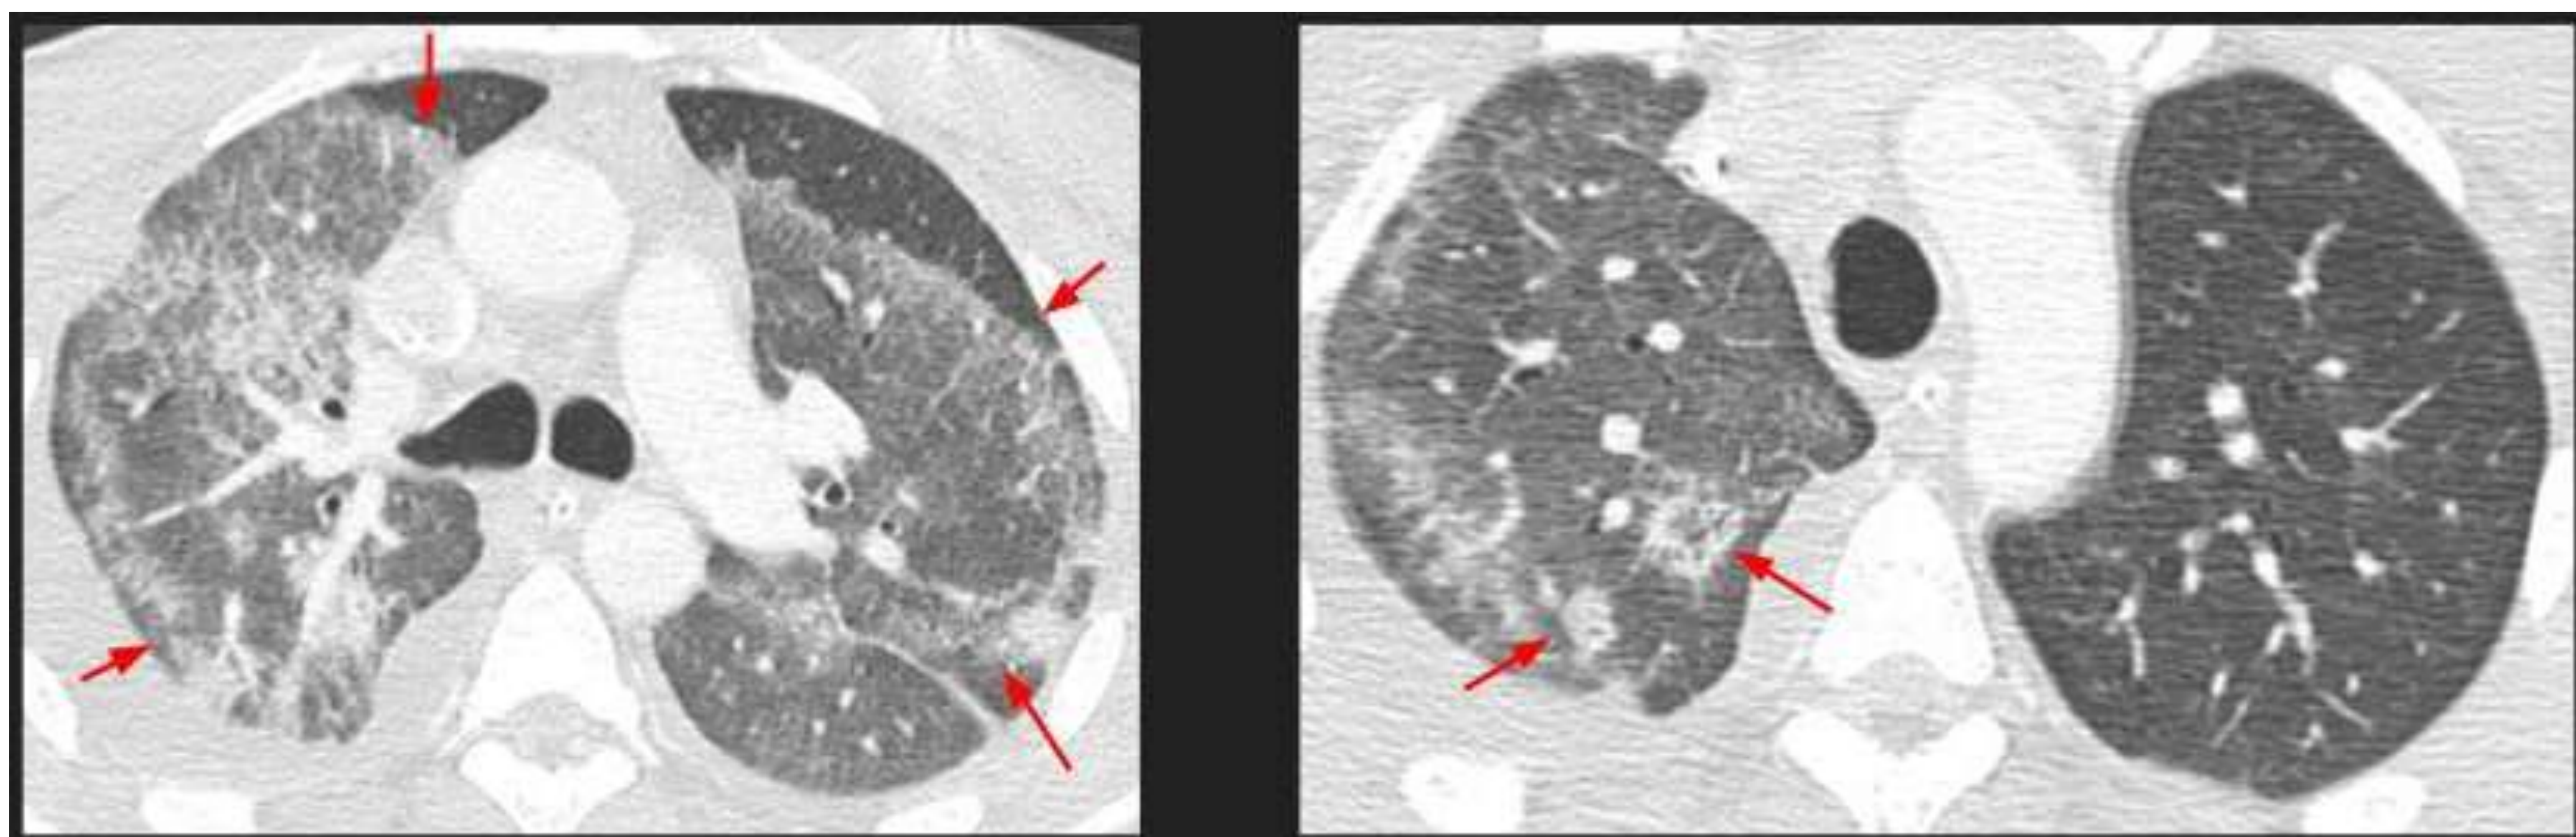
Imágenes TC de dos pacientes con NOC donde se pueden observar en los lóbulos superiores de ambos, áreas de opacidades en vidrio esmerilado rodeadas por una consolidación en forma de anillo o media luna conocida como "signo de halo invertido" (↗).
